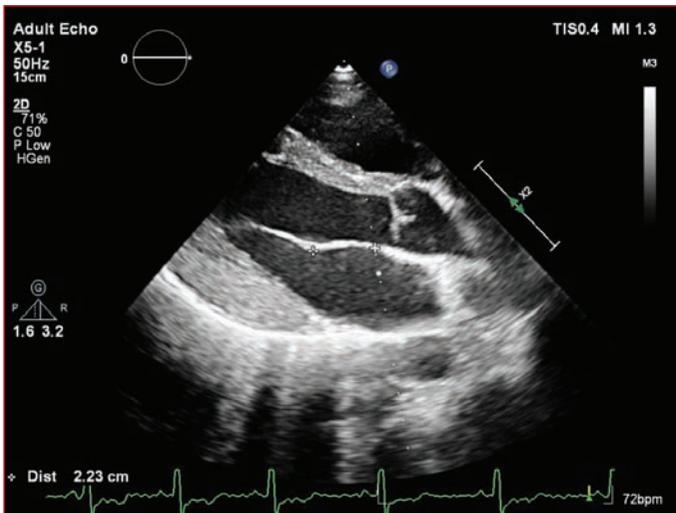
Transthoracic echocardiography: Parasternal long axis view shows increased posterior wall thickness of the left ventricle.
